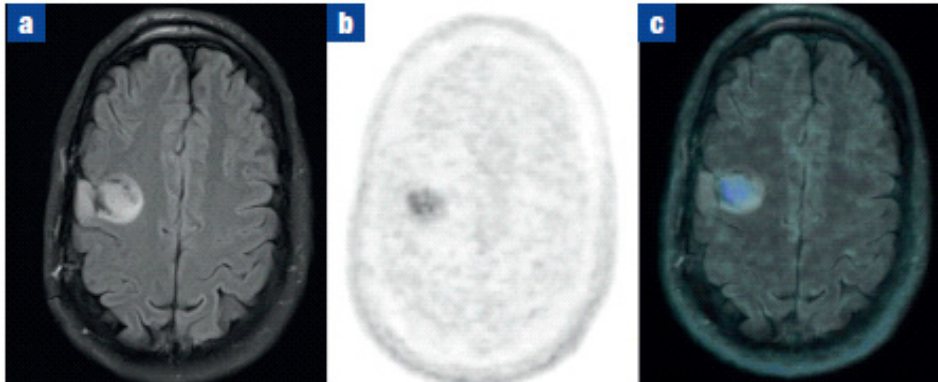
⁽¹¹¹⁾: (a) RM FLAIR; (b) ¹⁸F-DOPA PET e (c) immagine fusa PET/RM in un pz con precedente glioma asportato nel lobo frontale destro che mostra accumulo focale di ¹⁸F-DOPA corrispondente ad una recidiva tumorale.
